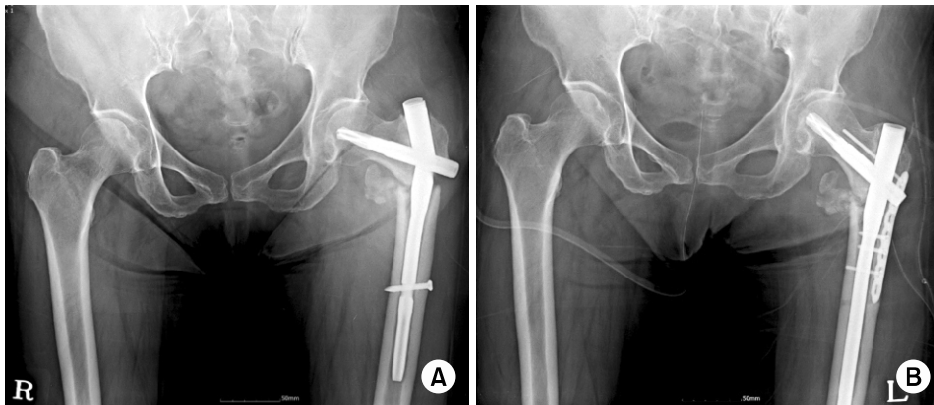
(A) An anteroposterior radiograph obtained 5 months after the first operation demonstrates metal breakage and displaced fragment. (B) Using long proximal femur nail antirotation and auto bone graft, the revisional operation was done.
